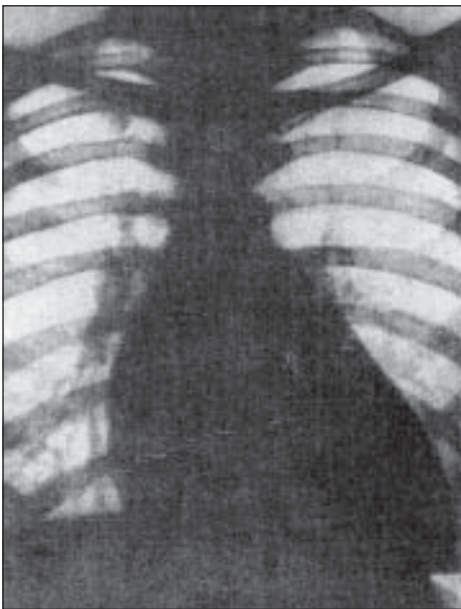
Рентгенографія органів грудної порожнини хворого Б.
